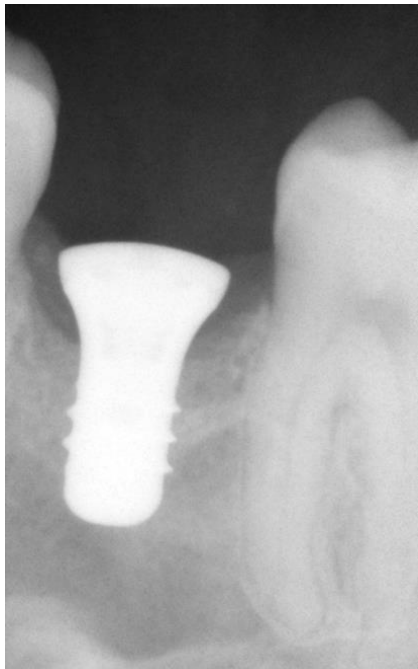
Raio-x periapical do alvéolo após 3 meses;
